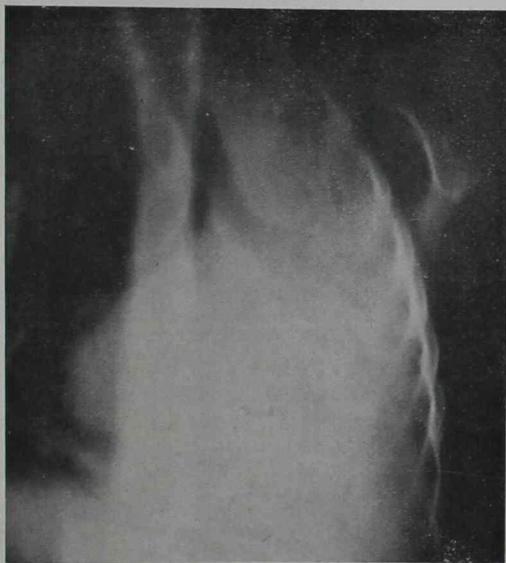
Tomografía en la que además de la visualización tráqueo-bronquica, pueden verse algunas cavidades formadas por los bronquios secundarios
